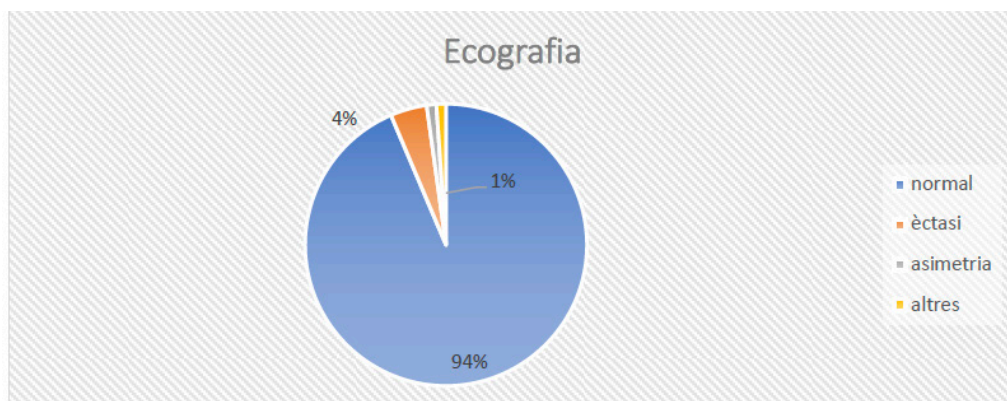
Resultats ecografia.
